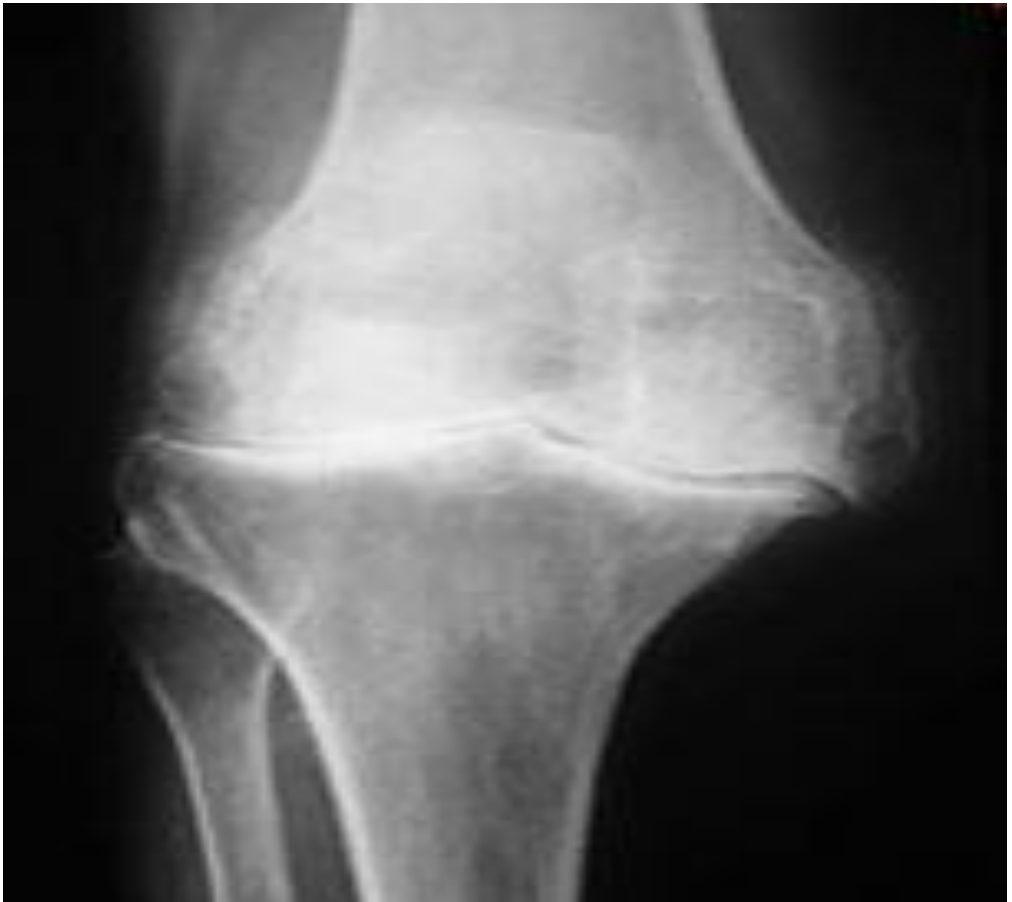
III рентгенологическая стадия гонартроза
